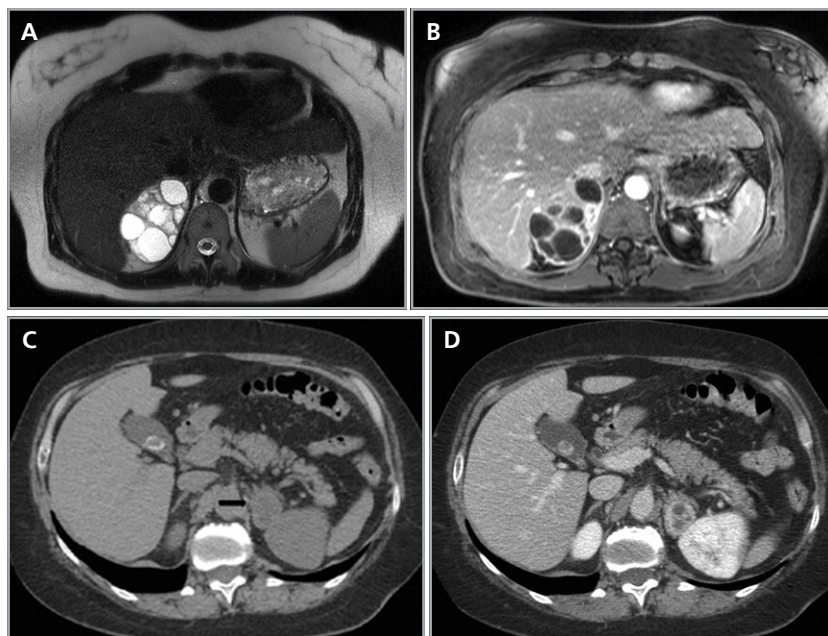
Feocromocitoma quístico. Cortes axiales de resonancia magnética (a) ponderado en T2 secuencia HASTE y (b) ponderado en T1 con saturación grasa y uso de contraste ev. Se identifica una lesión sólido-quística suprarenal derecha, marcadamente hiperintensa en secuencias ponderadas en T2 y con significativo refuerzo de sus septos con el uso de contraste. Otro caso (c) y (d) cortes axiales de TC donde se demuestra una lesión suprarenal izquierda (flecha), que también presenta áreas hipodensas centrales determinadas por focos de degeneración quística.
